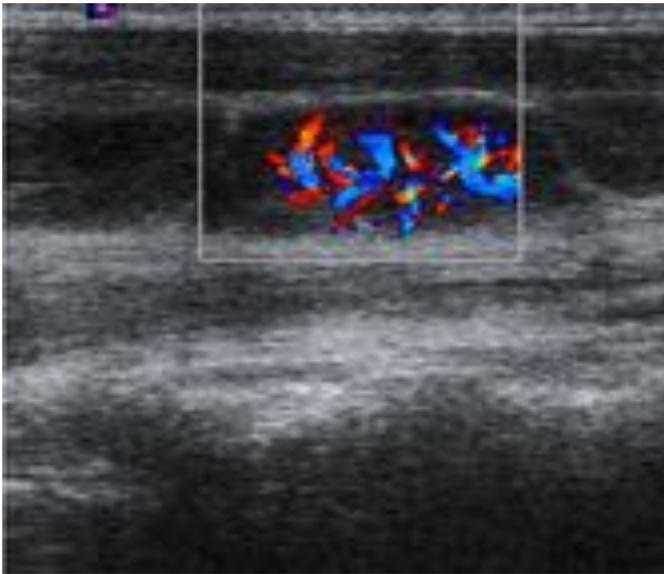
Imagen asociada a la anterior. La adenopatía muestra un flujo vascular aumentado con el estudio Doppler. Muy específica de malignidad.
